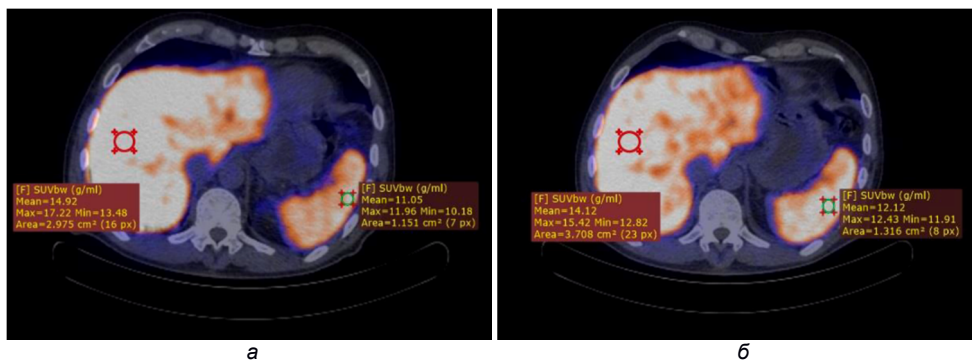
ПЭТ/КТ в аксиальной плоскости на уровне верхнего этажа брюшной полости: а – зарубежный препарат; б – отечественный препарат
